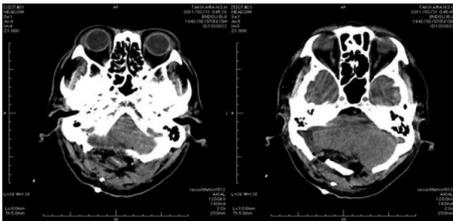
術後のCT：外側から正中を越えた開頭ができた
